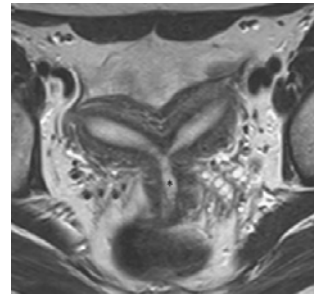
IRM Útero Bicorne
